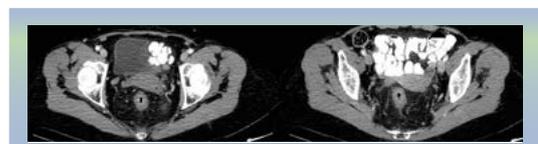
TC de abdomen y pelvis: engrosamiento de la mucosa rectal.
